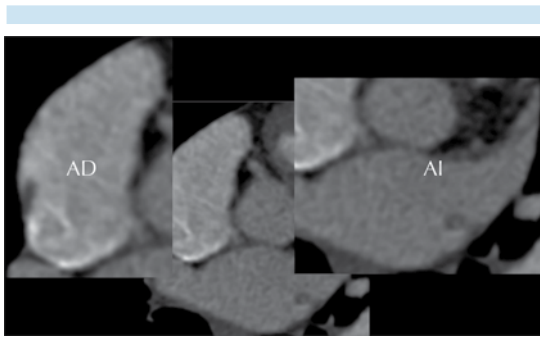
Tomografía cardíaca: *situs solitus* atrial. La aurícula derecha anterior y derecha con orejuela de base ancha, aurícula izquierda posterior e izquierda con orejuela elongada y "digitiforme".
